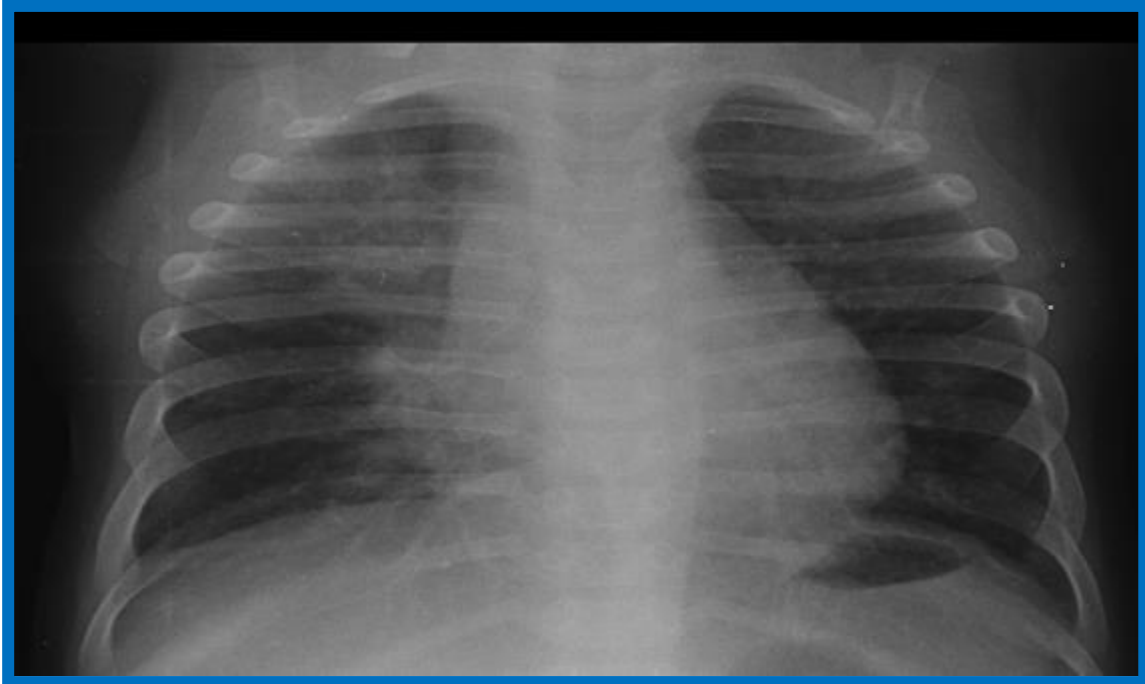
Radiografía posteroanterior de tórax, en la que se observa un aumento de densidad en el lóbulo superior derecho
